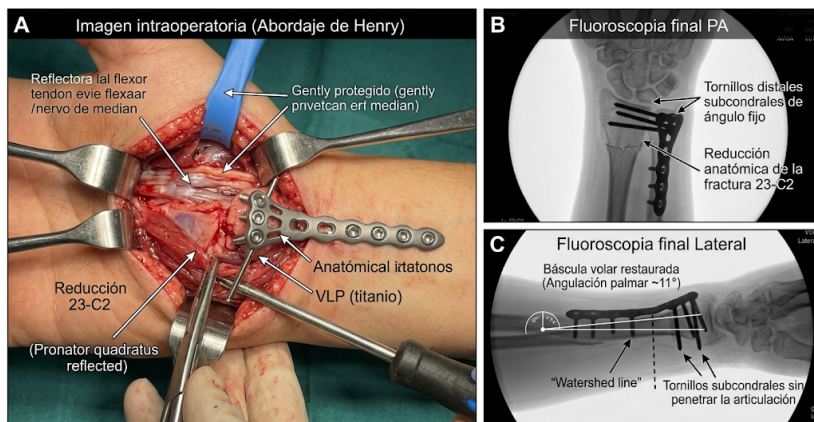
Imagen intraoperatoria y radiografía fluoroscópica final (PA y lateral) que ilustra una fractura articular tipo AO 23-C2 abordada mediante el abordaje volar de Henry. Se visualiza la colocación de una Placa Volar Bloqueada anatómica (VLP) de titanio. La fluoroscopia demuestra la restauración perfecta de la báscula volar, los tornillos distales subcondrales de ángulo fijo estabilizando la articulación sin penetrarla, y el implante situado proximal a la 'watershed line' para proteger los tendones flexores.
